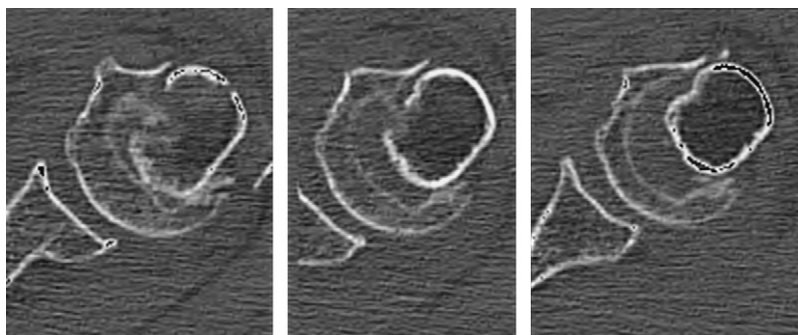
Coupes TDM d'une fracture de l'extrémité proximale de l'humérus chez une patiente âgée. L'os spongieux est réduit à une mince couche sous-chondrale.
